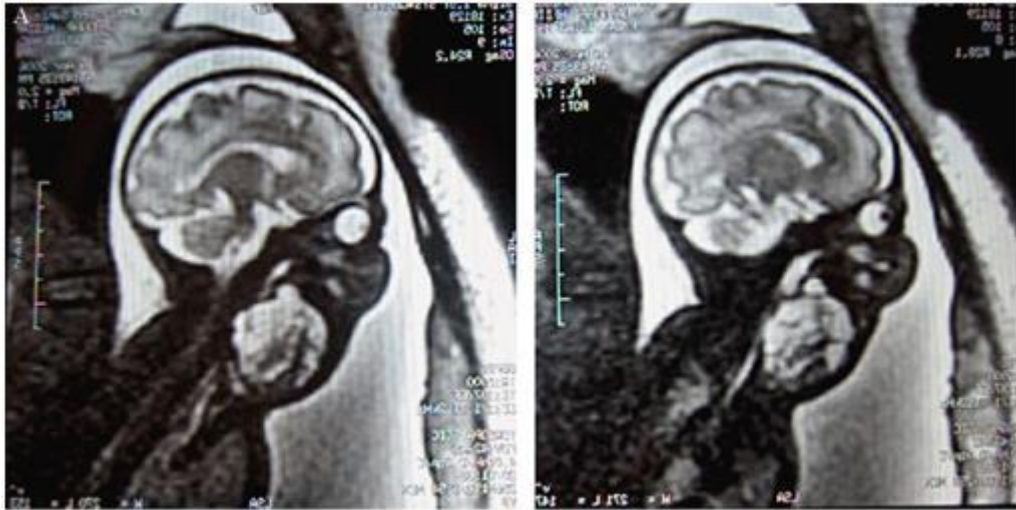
A. Coupe sagittale en IRM : masse cervicale en hypersignal T2 hétérogène, cloisonnée s'étendant en haut à l'angle mandibulaire, en bas à la région thoracique postérieure. B. Coupe sagittale en IRM : la masse lamine les voies aérodigestives.
